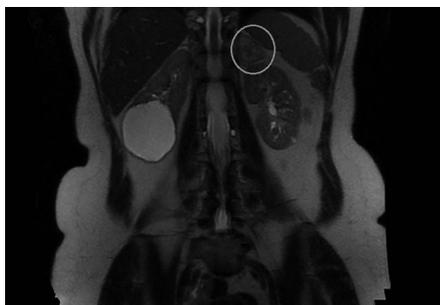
Resonancia Magnética Nuclear T2 plano coronal.
